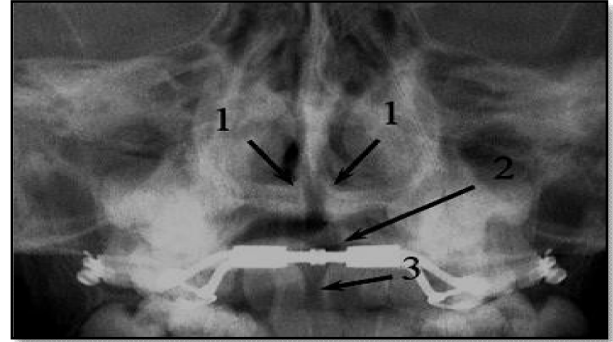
image radiographique avec un disjoncteur en place et son effet au niveau buccal et nasal
